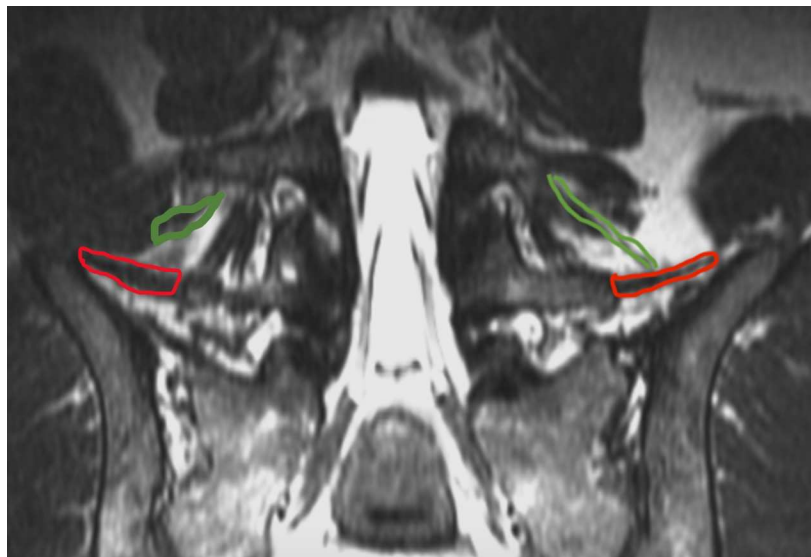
Visualisation des 2 faisceaux moyens du ligament ilio lombaire (L5-ilion en rouge et L4-ilion en vert) sur les reconstructions coronales à partir de l'IRM axiale
